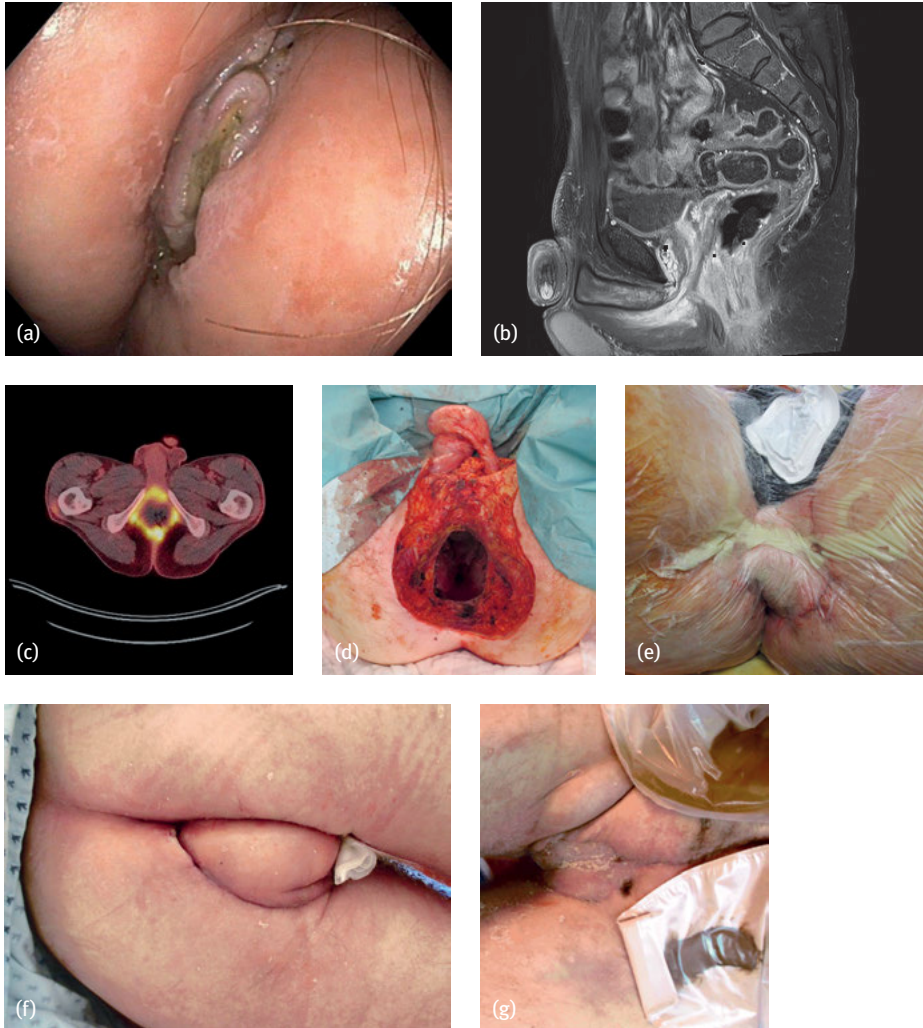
Ausgedehnter Progress eines Analkarzinoms 5 Monate nach RCT mit Infiltration von Peniswurzel, Prostata und Harnblase. Diagnostik mit Endoskopie (a), MRT (b) und PET-CT (c). Beckenexenteration mit Penisamputation sowie Prostatovesikulektomie und Zystektomie mit primärem plastischem Verschluss (VRAM-Lappen und VAC/NPWT suprapubisch) (d, e). Wundheilung vor Entlassung (VRAM-Lappen und Gracilis + Spalthaut) (f, g).
